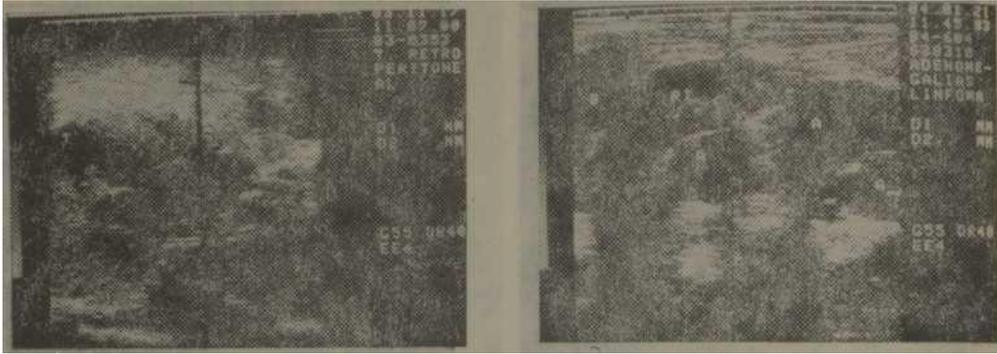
Ecografía: zona de menor ecogenicidad aue la del hígado por detrás y a la derecha de éste por tumoración sólida retroperitoneal.
